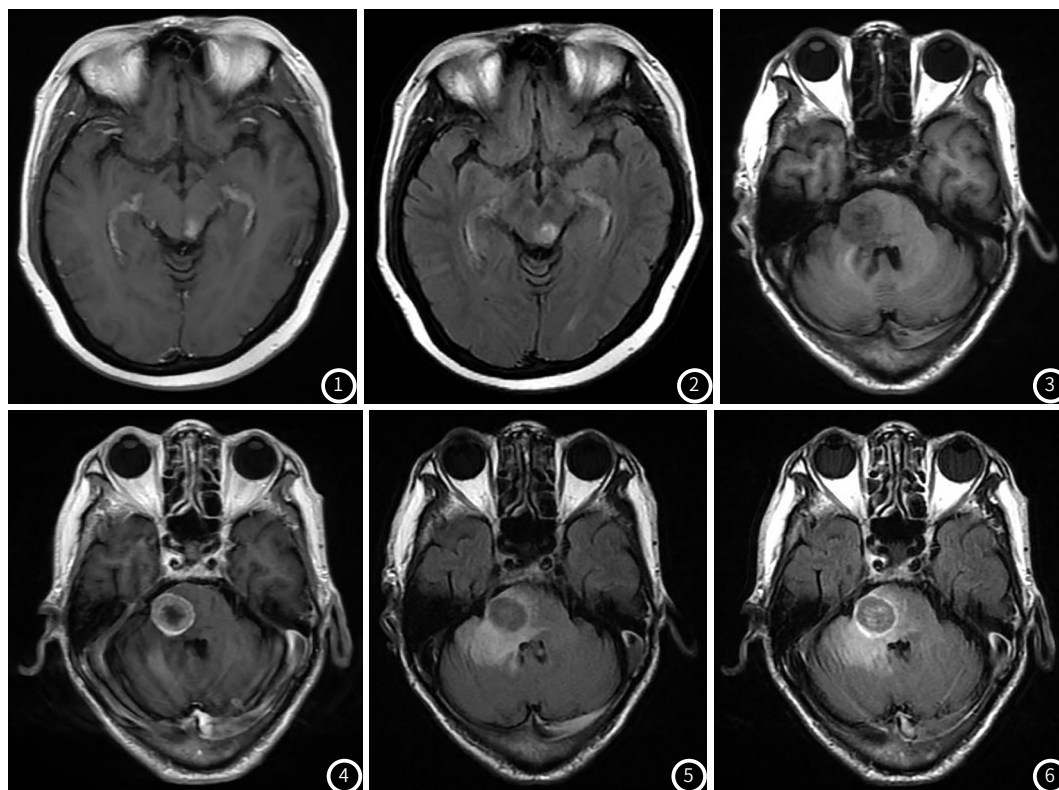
~2 女,44岁,右侧乳腺浸润性导管癌III级。增强扫描(T₁WI、T₂-FLAIR)显示左侧中脑结节状强化病灶,边界较清晰,周围轻度水肿。图3~6 男,67岁,贲门腺癌。分别为平扫T₁、增强T₁、平扫T₂-FLAIR、增强T₂-FLAIR序列,显示桥脑右份病变呈环形强化,边界较清,壁厚薄较均匀,周围伴重度水肿。
